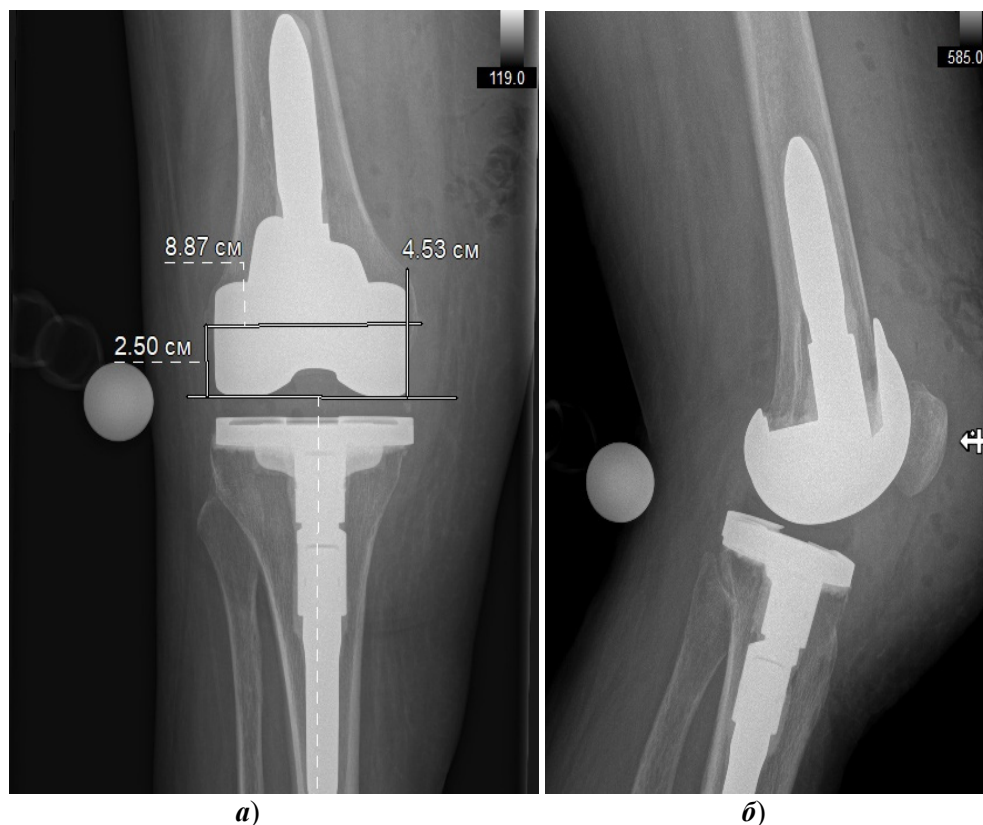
Рентгенологические измерения дистализации суставной линии (после оперативного лечения)
